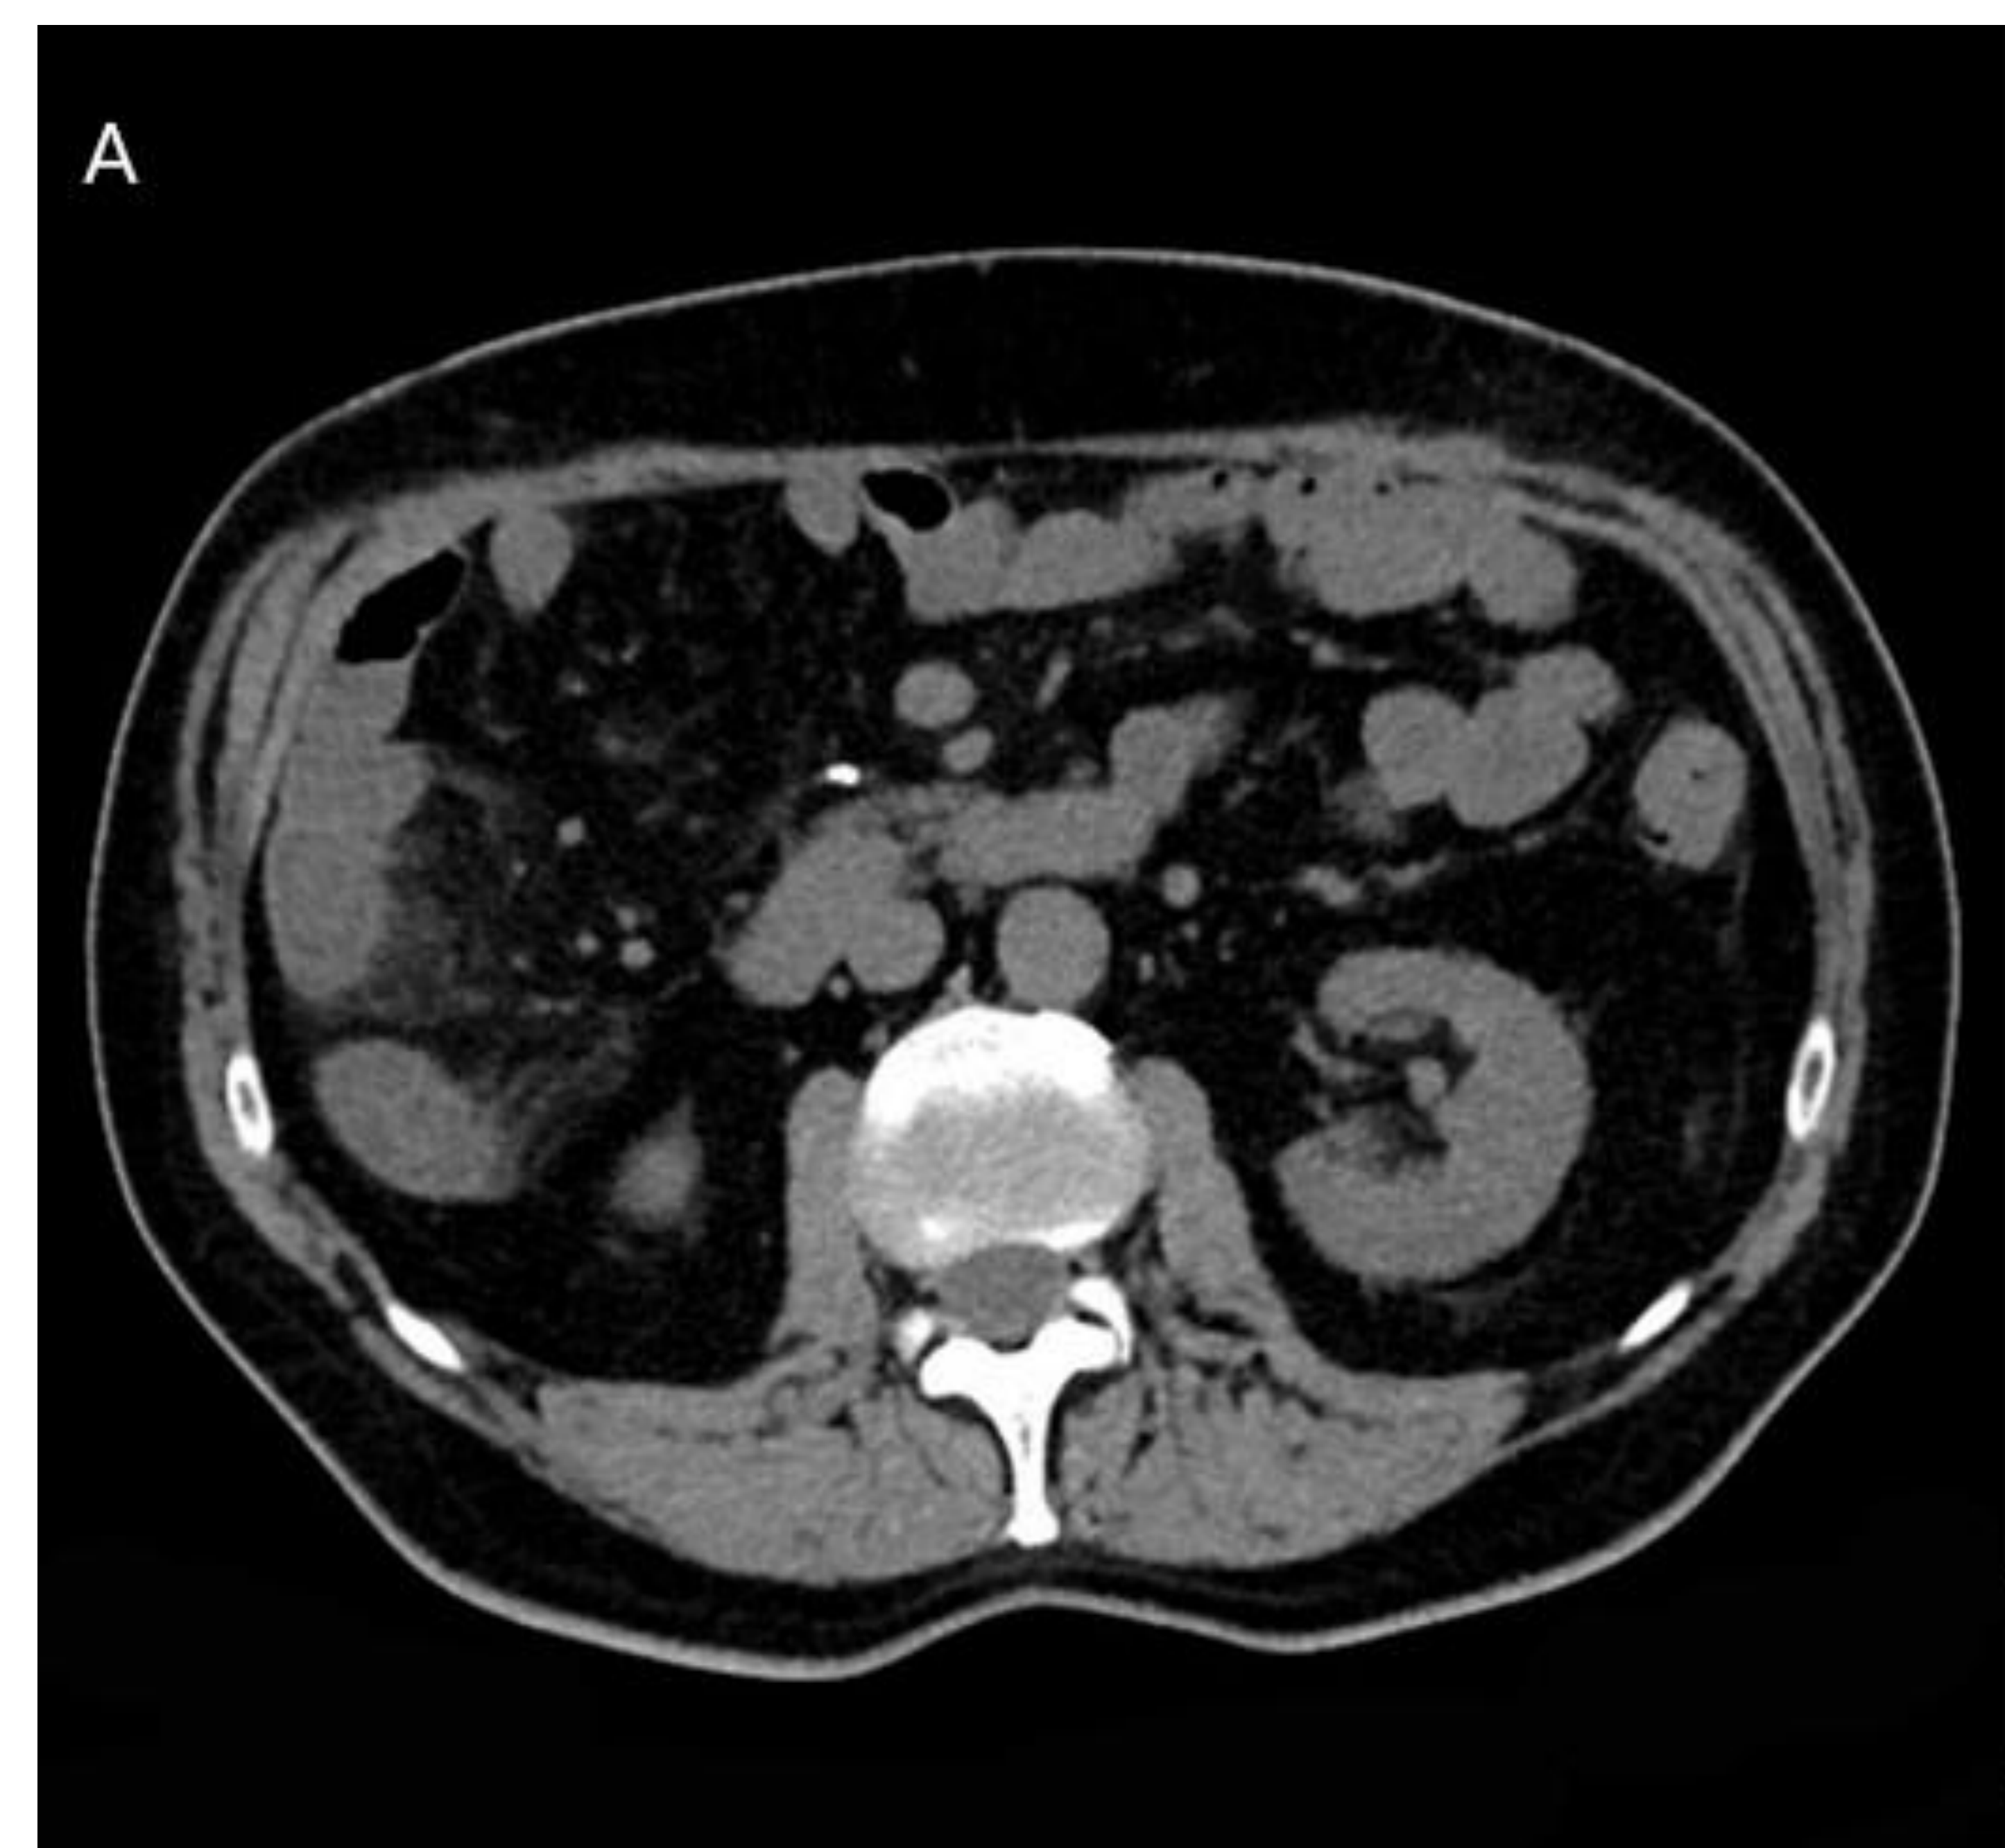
ileítis farmacológica. Corte axial de TC abdómino-pélvico tras administración de contraste intravenoso (A) y ecografía (B)
